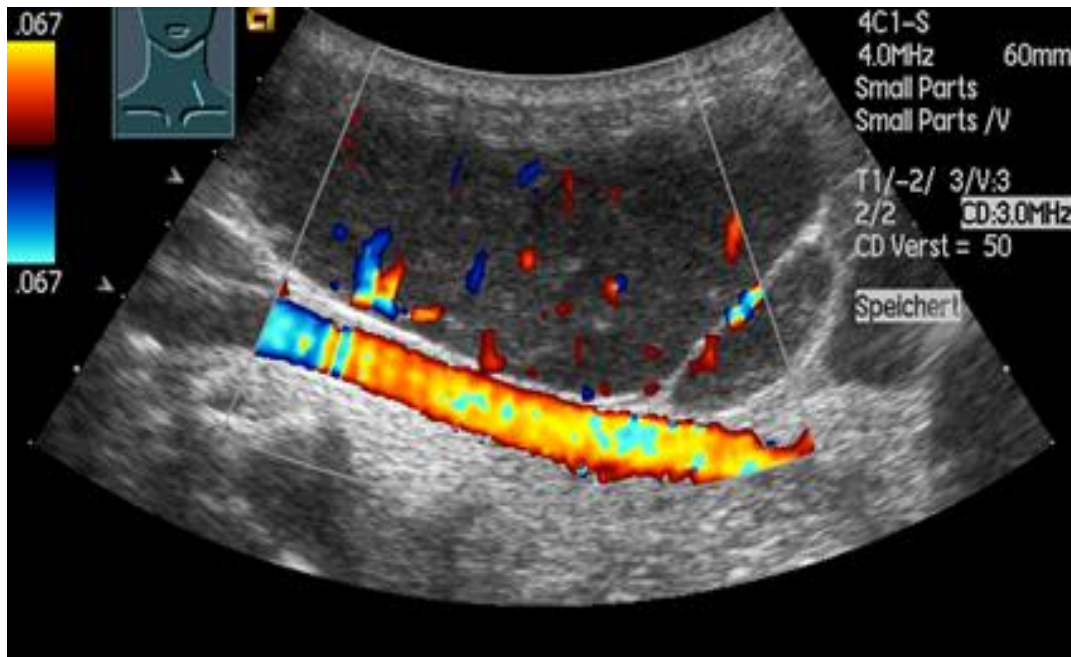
Darstellung des Lymphknotens mit farbkodierter Dopplersonographie zur Detektion von umliegenden Gefäßen und der Durchblutung des Lymphknotens
